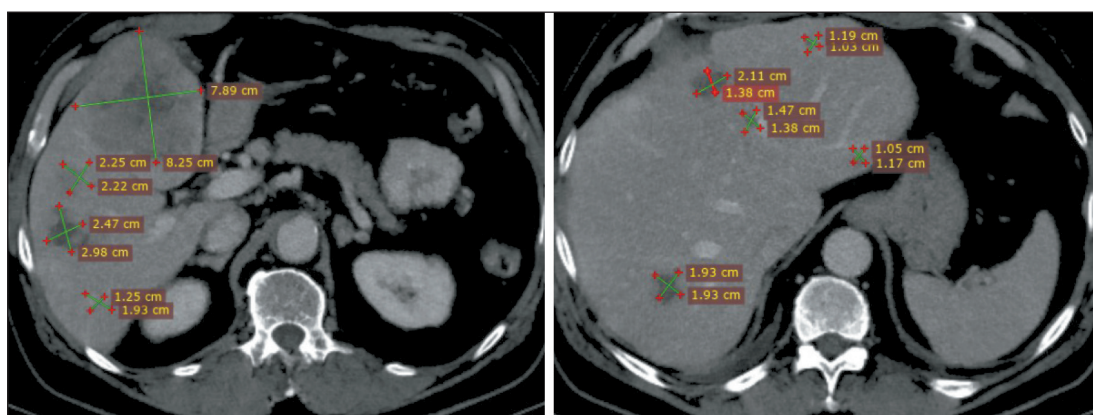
Компьютерная томография органов брюшной полости. Билобарное метастатическое поражение печени.
